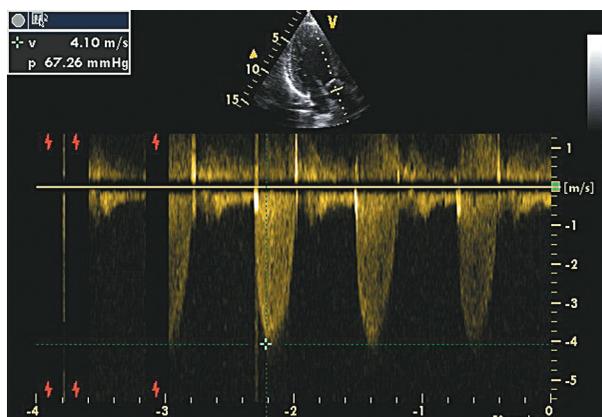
Аортальный стеноз. Допплер-эхокардиография аортального клапана. Градиент давления аорта–левый желудочек – 67 мм рт.ст.
